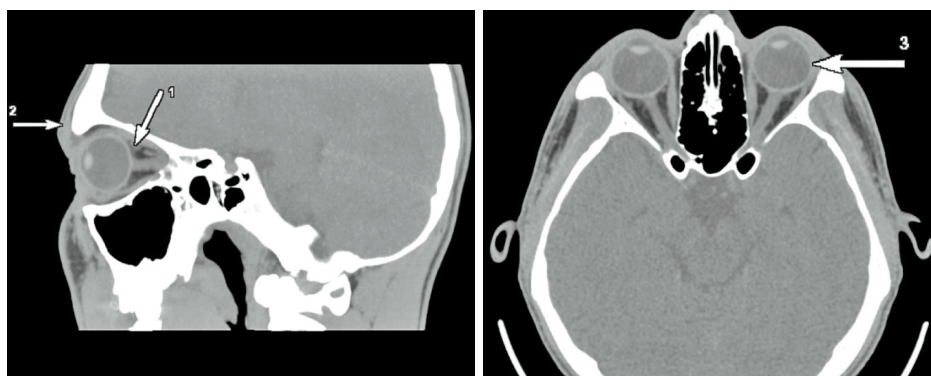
КТ-сканы пациента Х., 1995 года рождения. Нативное КТ-исследование: верхняя глазничная вена не расширена (1), параорбитальная клетчатка, клетчатка верхнего века не изменена (2), положение глазных яблок симметричное (3)
